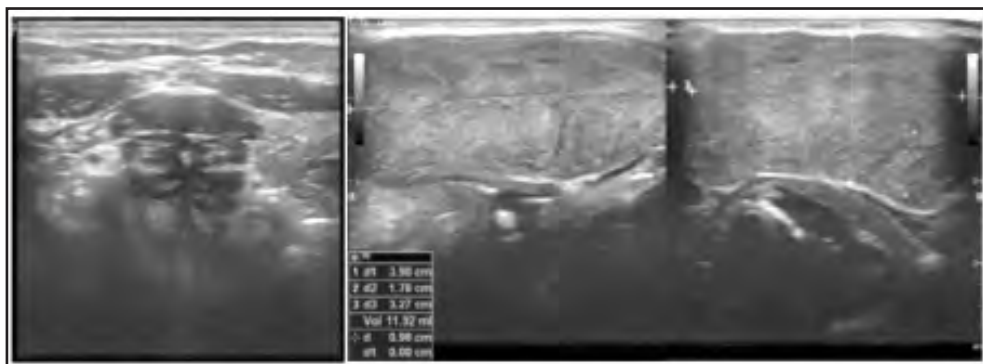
Ecografía que demuestra ausencia tiroidea en su localización habitual y fusión de ambos lóbulos tiroideos.
